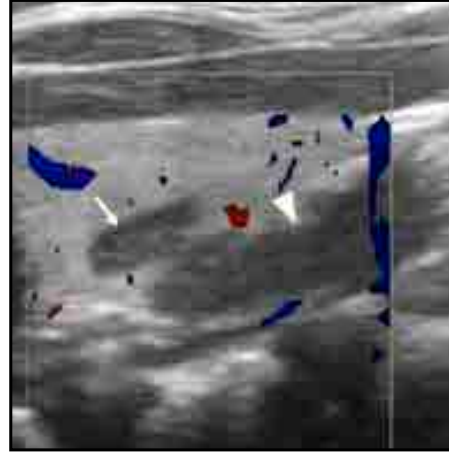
Longitudinal color Doppler sonogram revealing the lesion (arrow) measured 5x4x4 mm and the large lesion (arrowhead). Both of the lesions are considered as thymic lesions due to the similar US and color Doppler US findings.
